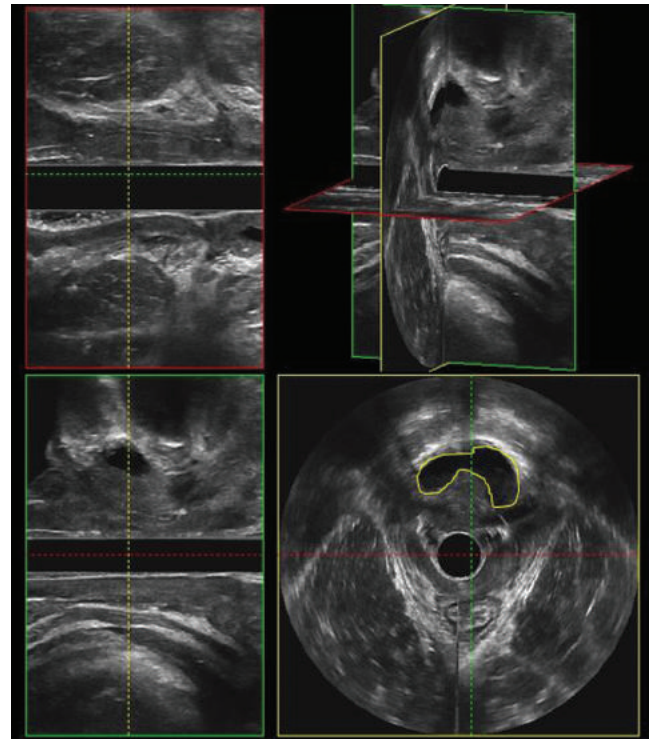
Tres vistas del divertículo uretral en los planos x, y y z mediante ecografía endovaginal tridimensional.
